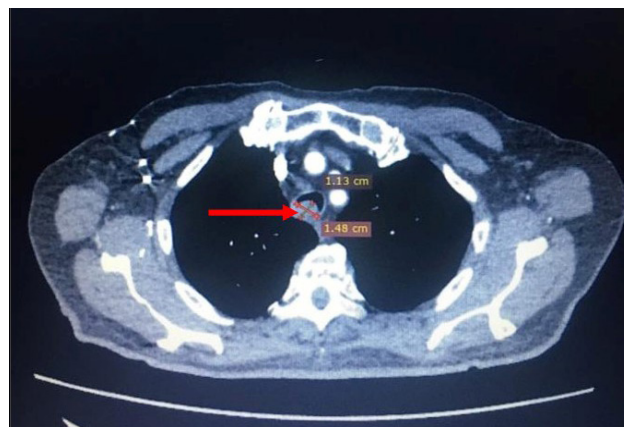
Компьютерная томограмма груди пациента Б., аксиальный срез. Визуализируется новообразование трахеи размерами 1,13×1,48 см (указано стрелкой)
